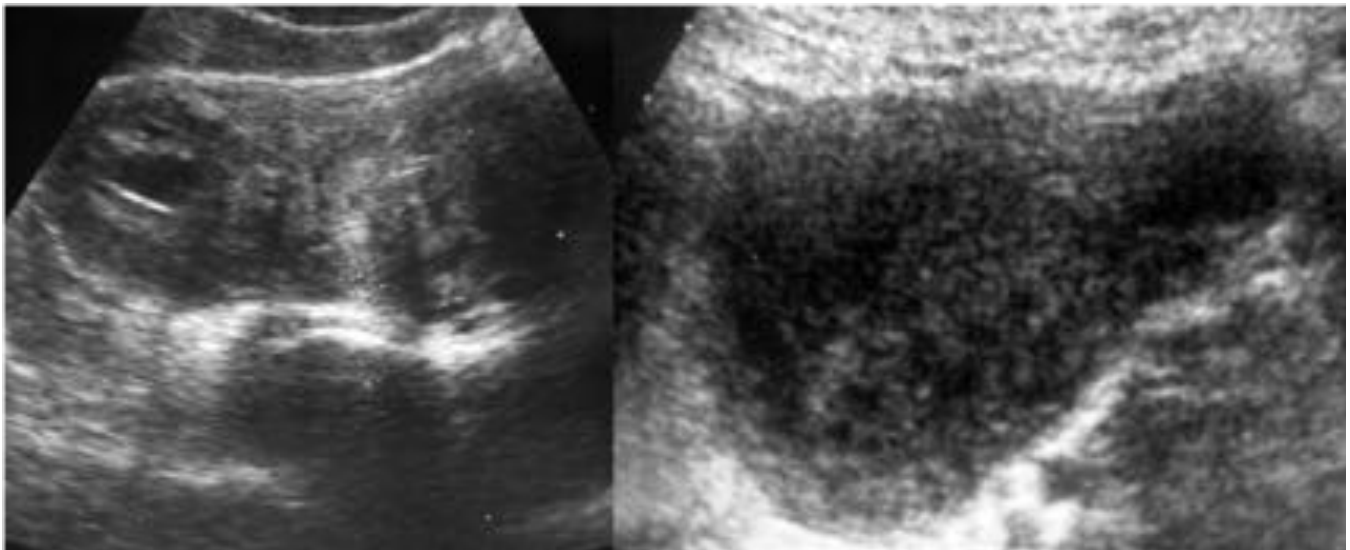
Ecografía : Endometrioma: masa quística con refuerzo posterior, uni o multilocular, de bordes bien definidos con ecos de bajo nivel difusamente homogéneos.
